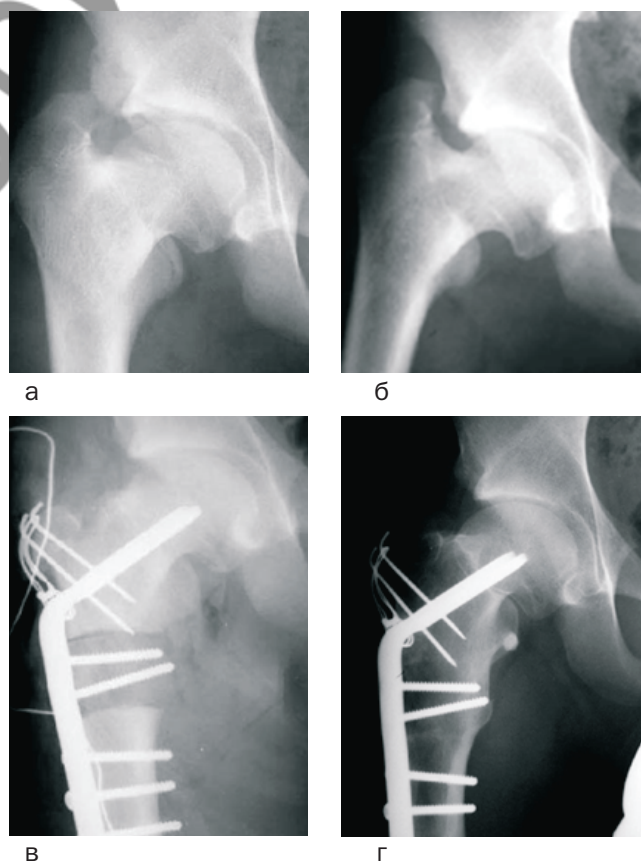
Рентгенограмма правого тазобедренного сустава больной А., 13 лет: а) до операции – фас, б) до операции – с отведением и внутренней ротацией бедра, в) непосредственный результат, г) результат через 5 лет с момента операции.
